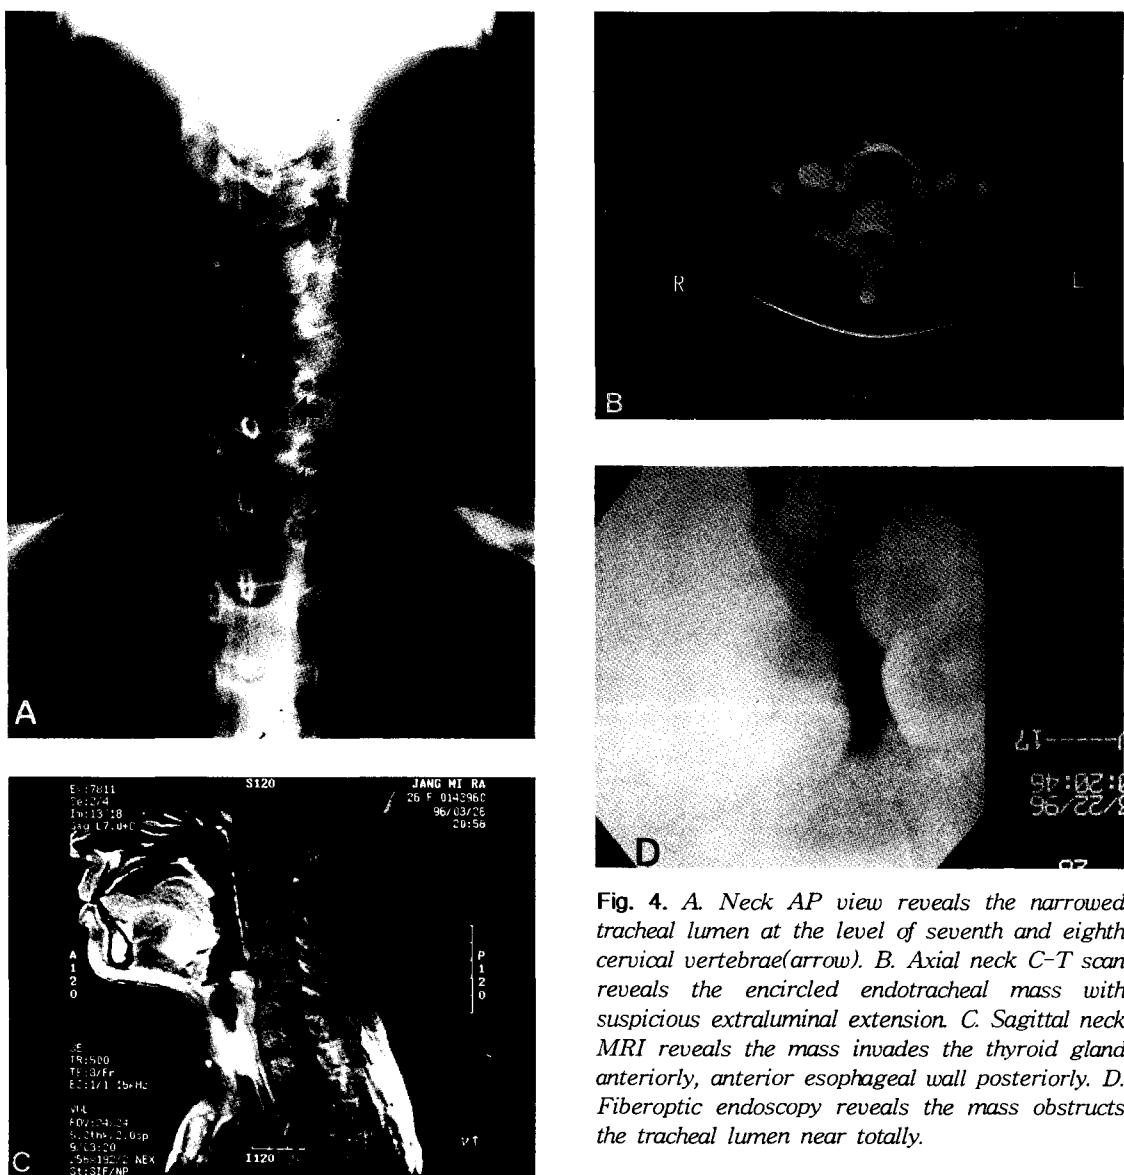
A. Neck AP view reveals the narrowed tracheal lumen at the level of seventh and eighth cervical vertebrae(arrow). B. Axial neck C-T scan reveals the encircled endotracheal mass with suspicious extraluminal extension. C. Sagittal neck MRI reveals the mass invades the thyroid gland anteriorly, anterior esophageal wall posteriorly. D. Fiberoptic endoscopy reveals the mass obstructs the tracheal lumen near totally.
